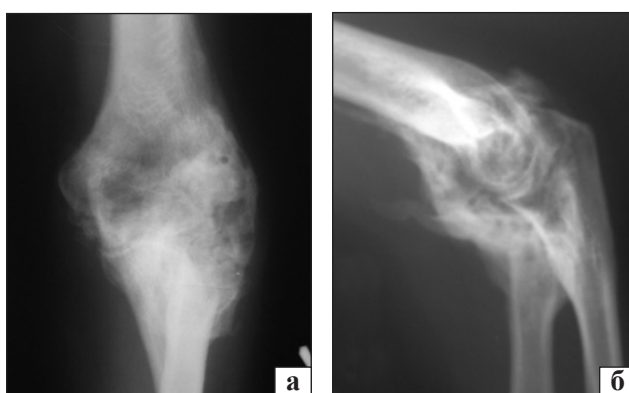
Рентгенограми ліктьового суглоба пацієнта другої групи в прямій (а) та бічній (б) проекціях, гетеротопічна осифікація форми III С
